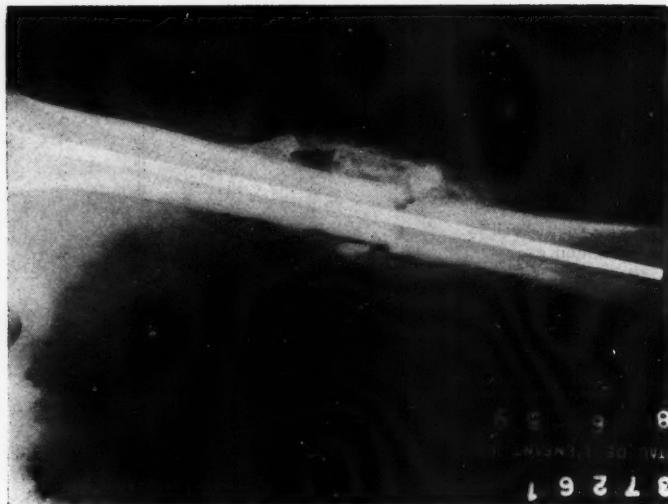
Enfant de huit ans. Radiographie prise deux mois après l'intervention.
